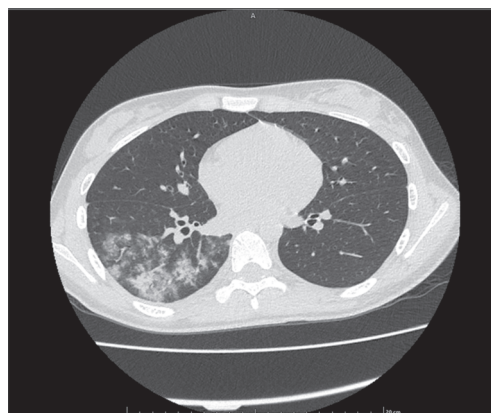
Компьютерная томограмма грудной клетки. Определяются зоны и очаги снижения пневматизации по типу «матового стекла» с периваскулярным распространением в S₆, S₈, S₉, S₁₀ правого легкого (фото из личного архива Е.А. Хузиной, Е.Г. Фурмана)
